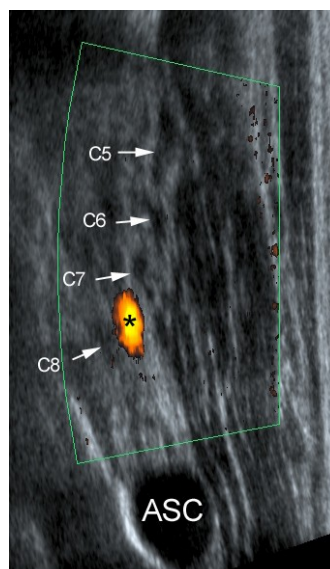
coupe extra-foraminale. Echographie dans le plan sagittal oblique : le Doppler permet le repérage de l'artère cervicale profonde (*) cheminant à l'état classique entre les C₇ et C₈.
